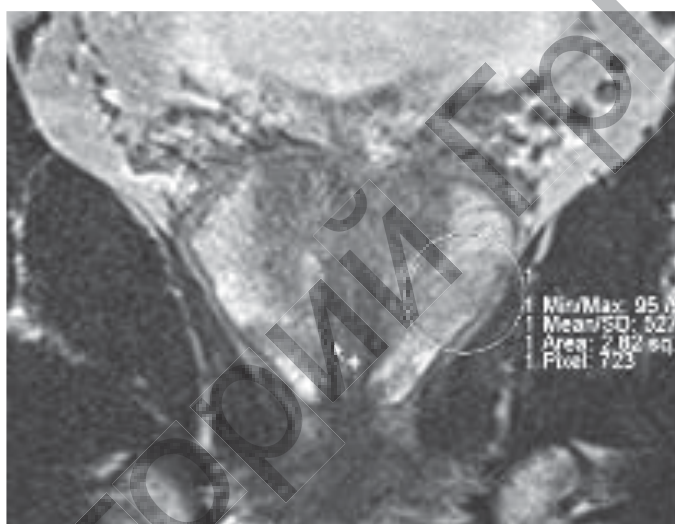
МРТ предстательной железы – очаг в периферической зоне левой доли (обведен пунктиром)
